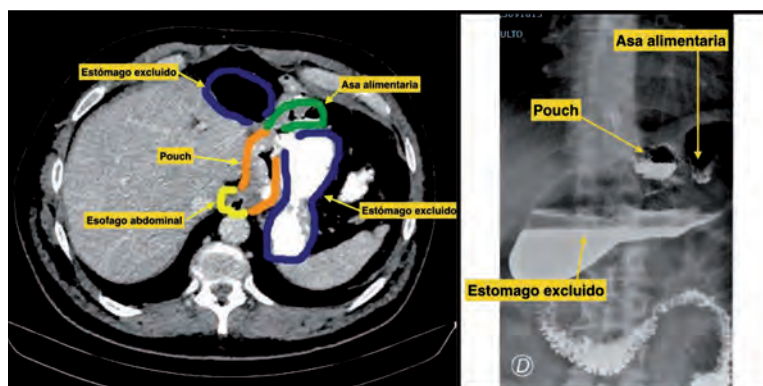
Fístula gastro-gástrica. Tomografía computada y radiología contrastada.⁵⁰
